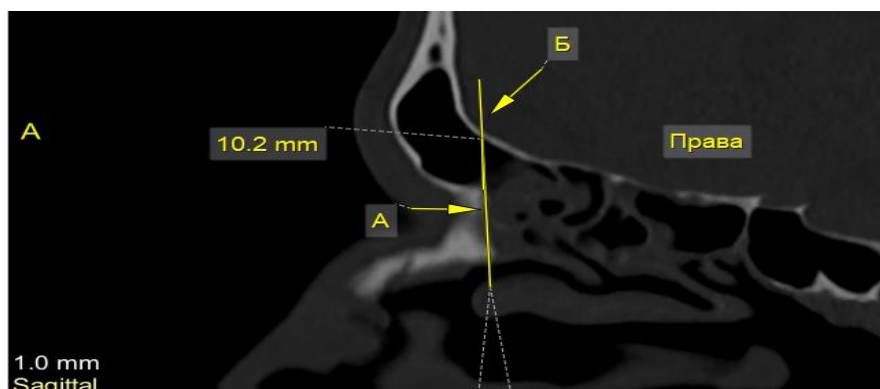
Нейтральна оцінка ОНЛС з широким ДНЛС в сагітальній проекції КТ зображення. Комп'ютерна томограма приносової ділянки чоловіка 36 років.
